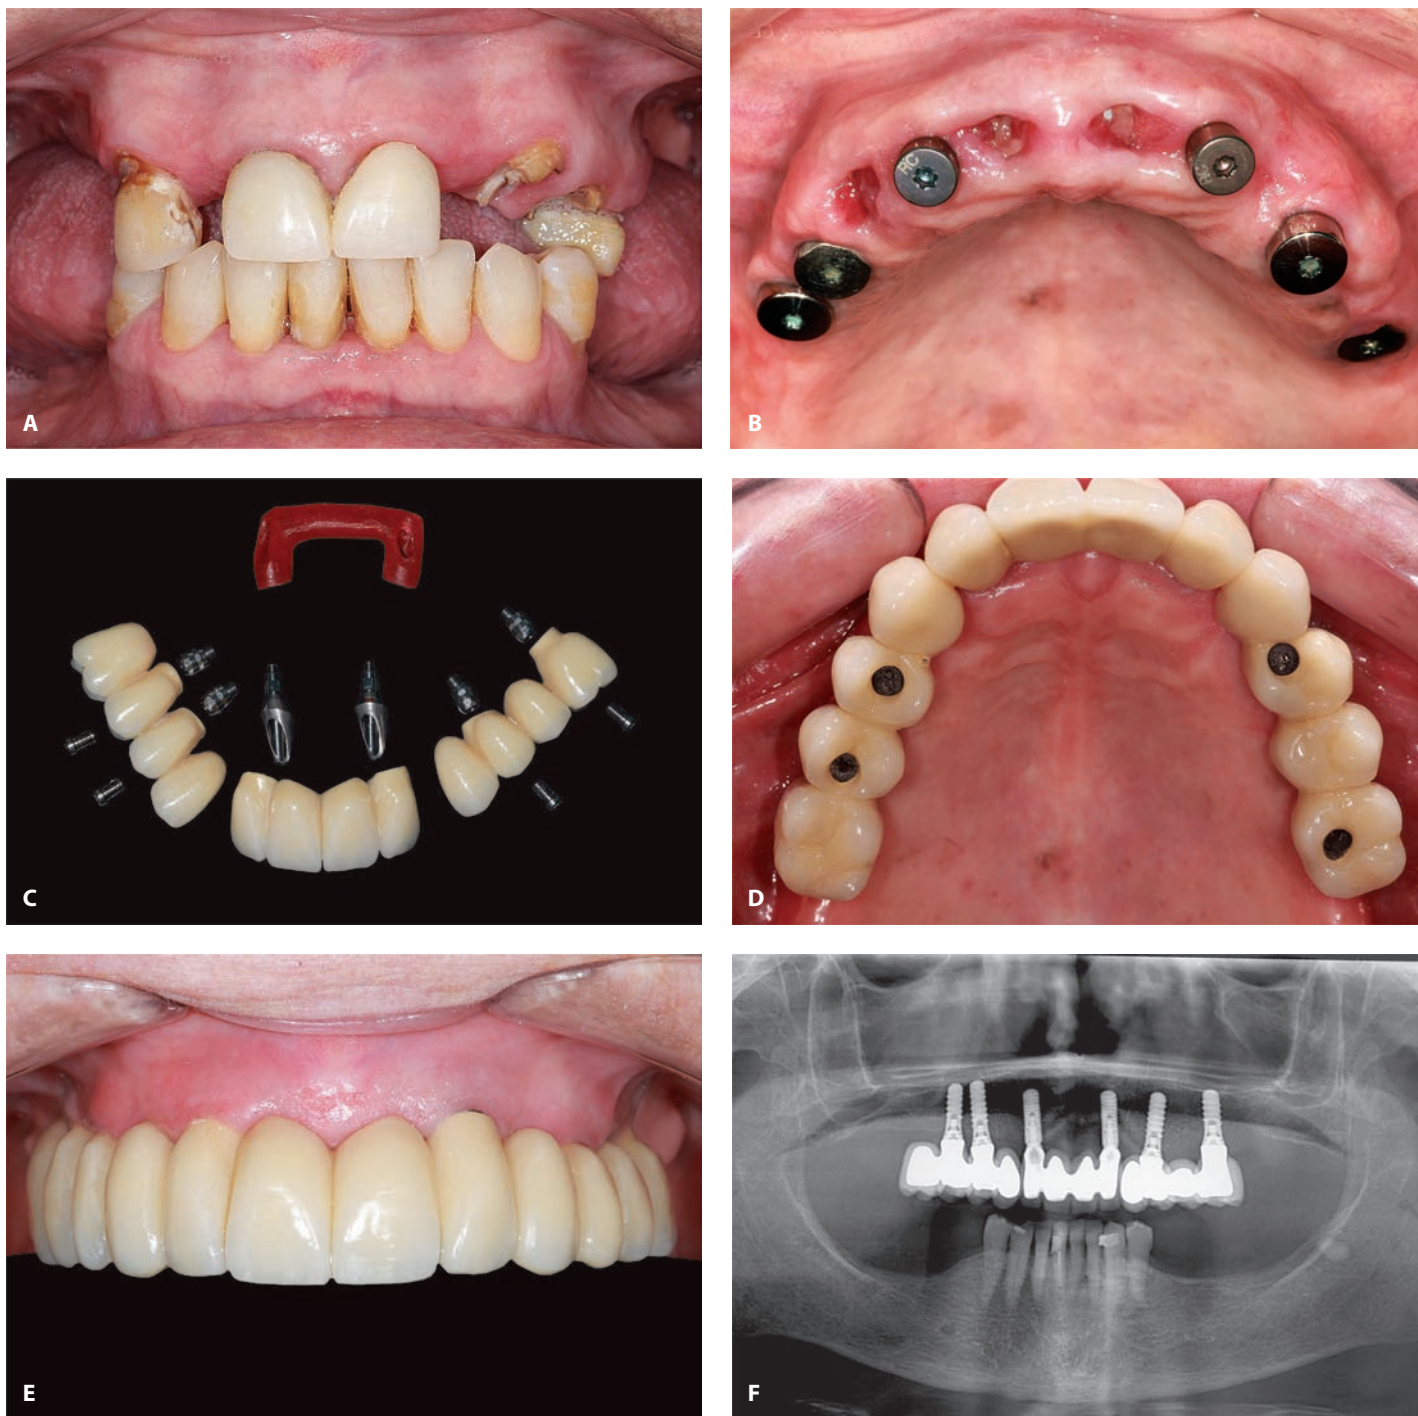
(А) Исходная клиническая картина: перед полной реконструкцией зубного ряда отсутствуют несколько зубов. (В) Состояние после остеоинтеграции: в верхнюю челюсть установлены 6 имплантатов, оставшиеся зубы удалены. (С) Абатменты и 3 четырехкоронковые металлокерамические конструкции: 2 для жевательных зубов с винтовой фиксацией и 1 для переднего сегмента с фиксацией на цемент. (D, E) Клиническая картина после завершения лечения: вестибулярный и окклюзионный ракурсы. (F) Панорамная рентгенограмма.
